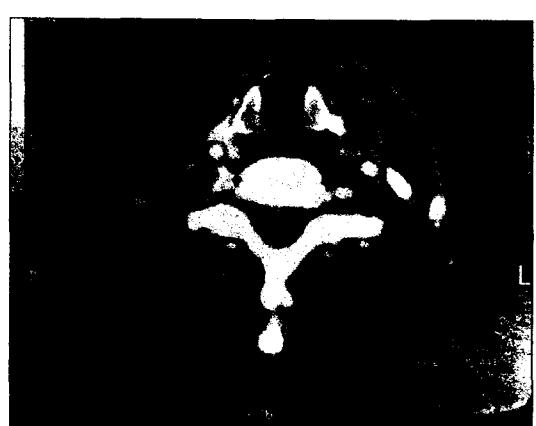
Neck CT : Low density of abscess cavity and enhanced wall is seen in the superior aspect of left thyroid gland swelling of overlying left sternocleidomastoid muscle is seen
